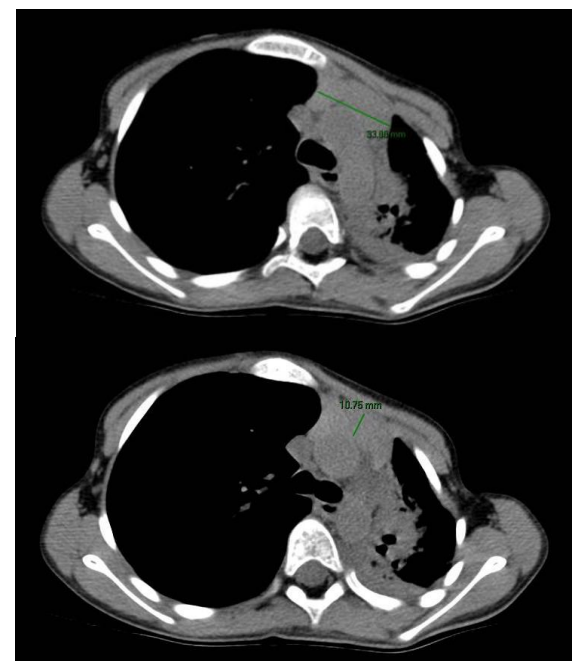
TAC de Tórax. Hiperplasia de timo
